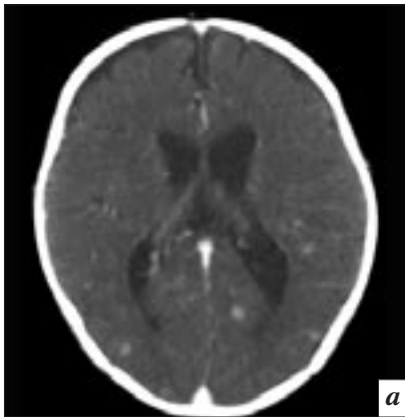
Компьютерные томограммы того же пациента. Туберкулезный менингоэнцефалит: *а, б* – множественные хаотично расположенные очаги в белом и сером веществе головного мозга; *в* – постконтрастное повышение плотности оболочек мозга по намету мозжечка, охватывающей цистерне головного мозга.
